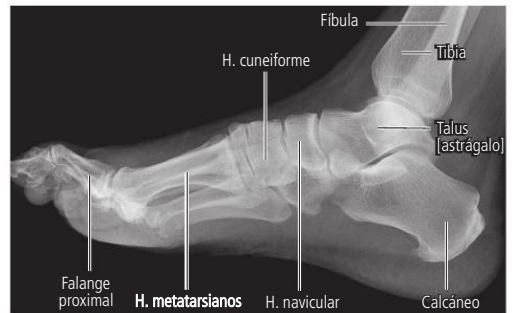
Radiografía lateral del tobillo y del pie de un adulto, sin apoyo.
